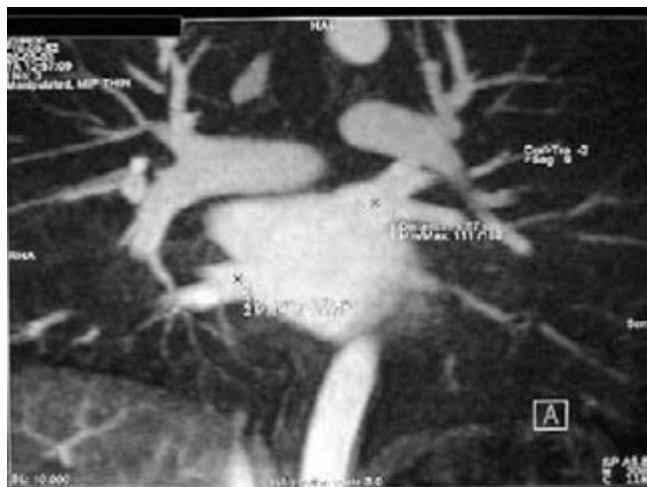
Imagen por resonancia magnética de la aurícula izquierda de un paciente donde se observan las desembocaduras de las venas pulmonares superior derecha, inferior derecha y superior izquierda. Debido al plano de corte no se aprecia la desembocadura de la vena pulmonar inferior izquierda.
